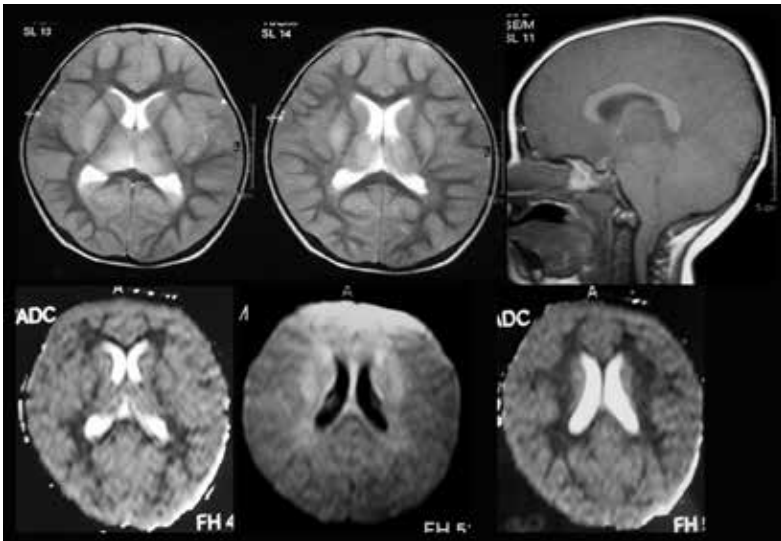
(a, b) İki yaşında G6PD eksikliğine bağlı hemolitik anemi ile takipteki olguda seftriakson (3. kuşak sefalosporin) kullanımı sonrası gelişen ensefalopati tablosunda kranial manyetik rezonans görüntüleme incelemesinde serebellar hemisferlerde ve periventriküler beyaz cevherde geri parietal bilateral subkortikal patolojik T2 sinyal artışı ve korpus kallozum spleniumunda, talamus medialinde difüzyon kısıtlanması ve patolojik T2 sinyal artışı-heterojen kontrast parlaklaşması izlenmiştir.
